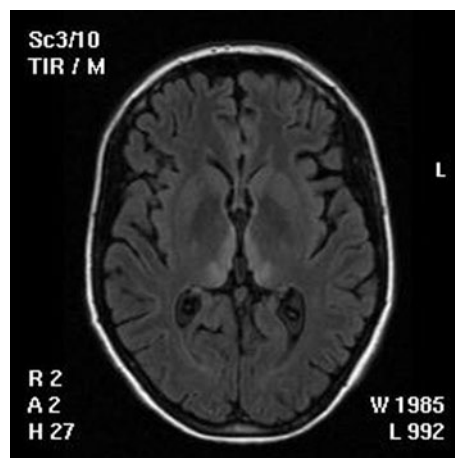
Secuencia FLAIR axial. Hiperintensidad de los núcleos talámicos medios
